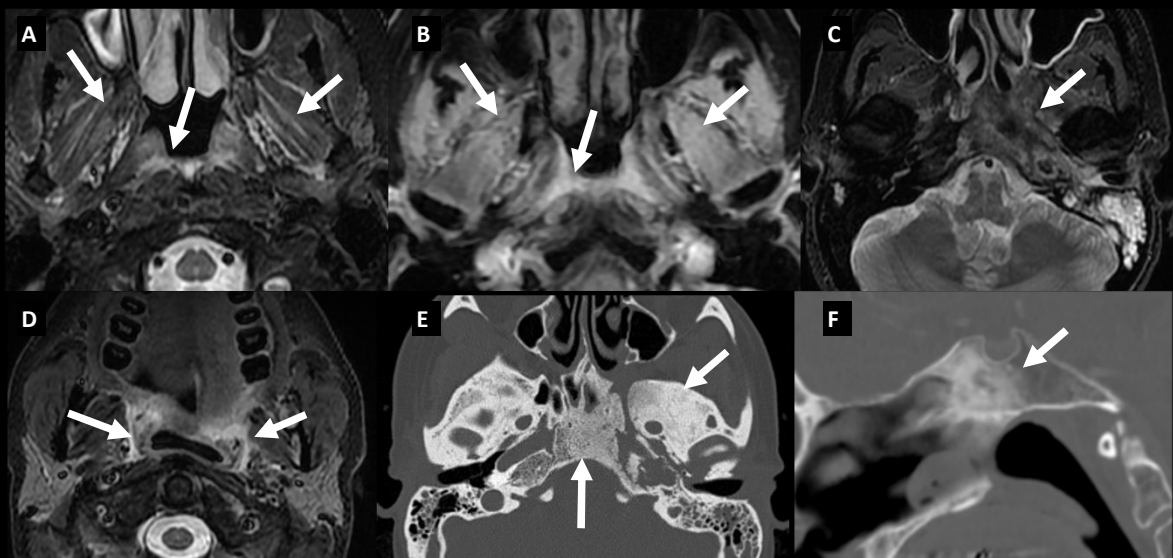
Cambios postratamiento en cáncer de nasofaringe. Edema y realce en la mucosa nasofaríngea y en los músculos pterigoideos (flechas en imagen A y B, secuencia potenciada en STIR y T1 con contraste respectivamente). Cambios de señal con edema óseo secundario a tratamiento de un tumor que infiltraba el clivus (imagen C, secuencia axial T2, flecha) con ocupación de celdillas mastoideas. Edema parafaríngeo (imagen D, secuencia STIR, flechas). Esclerosis del clivus tras tratamiento (imágenes de TC axial y sagital, E y F).
